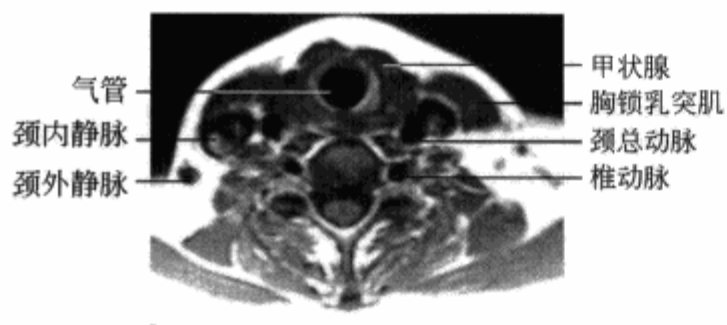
MRI 横轴位 T₁WI 示甲状腺层面
